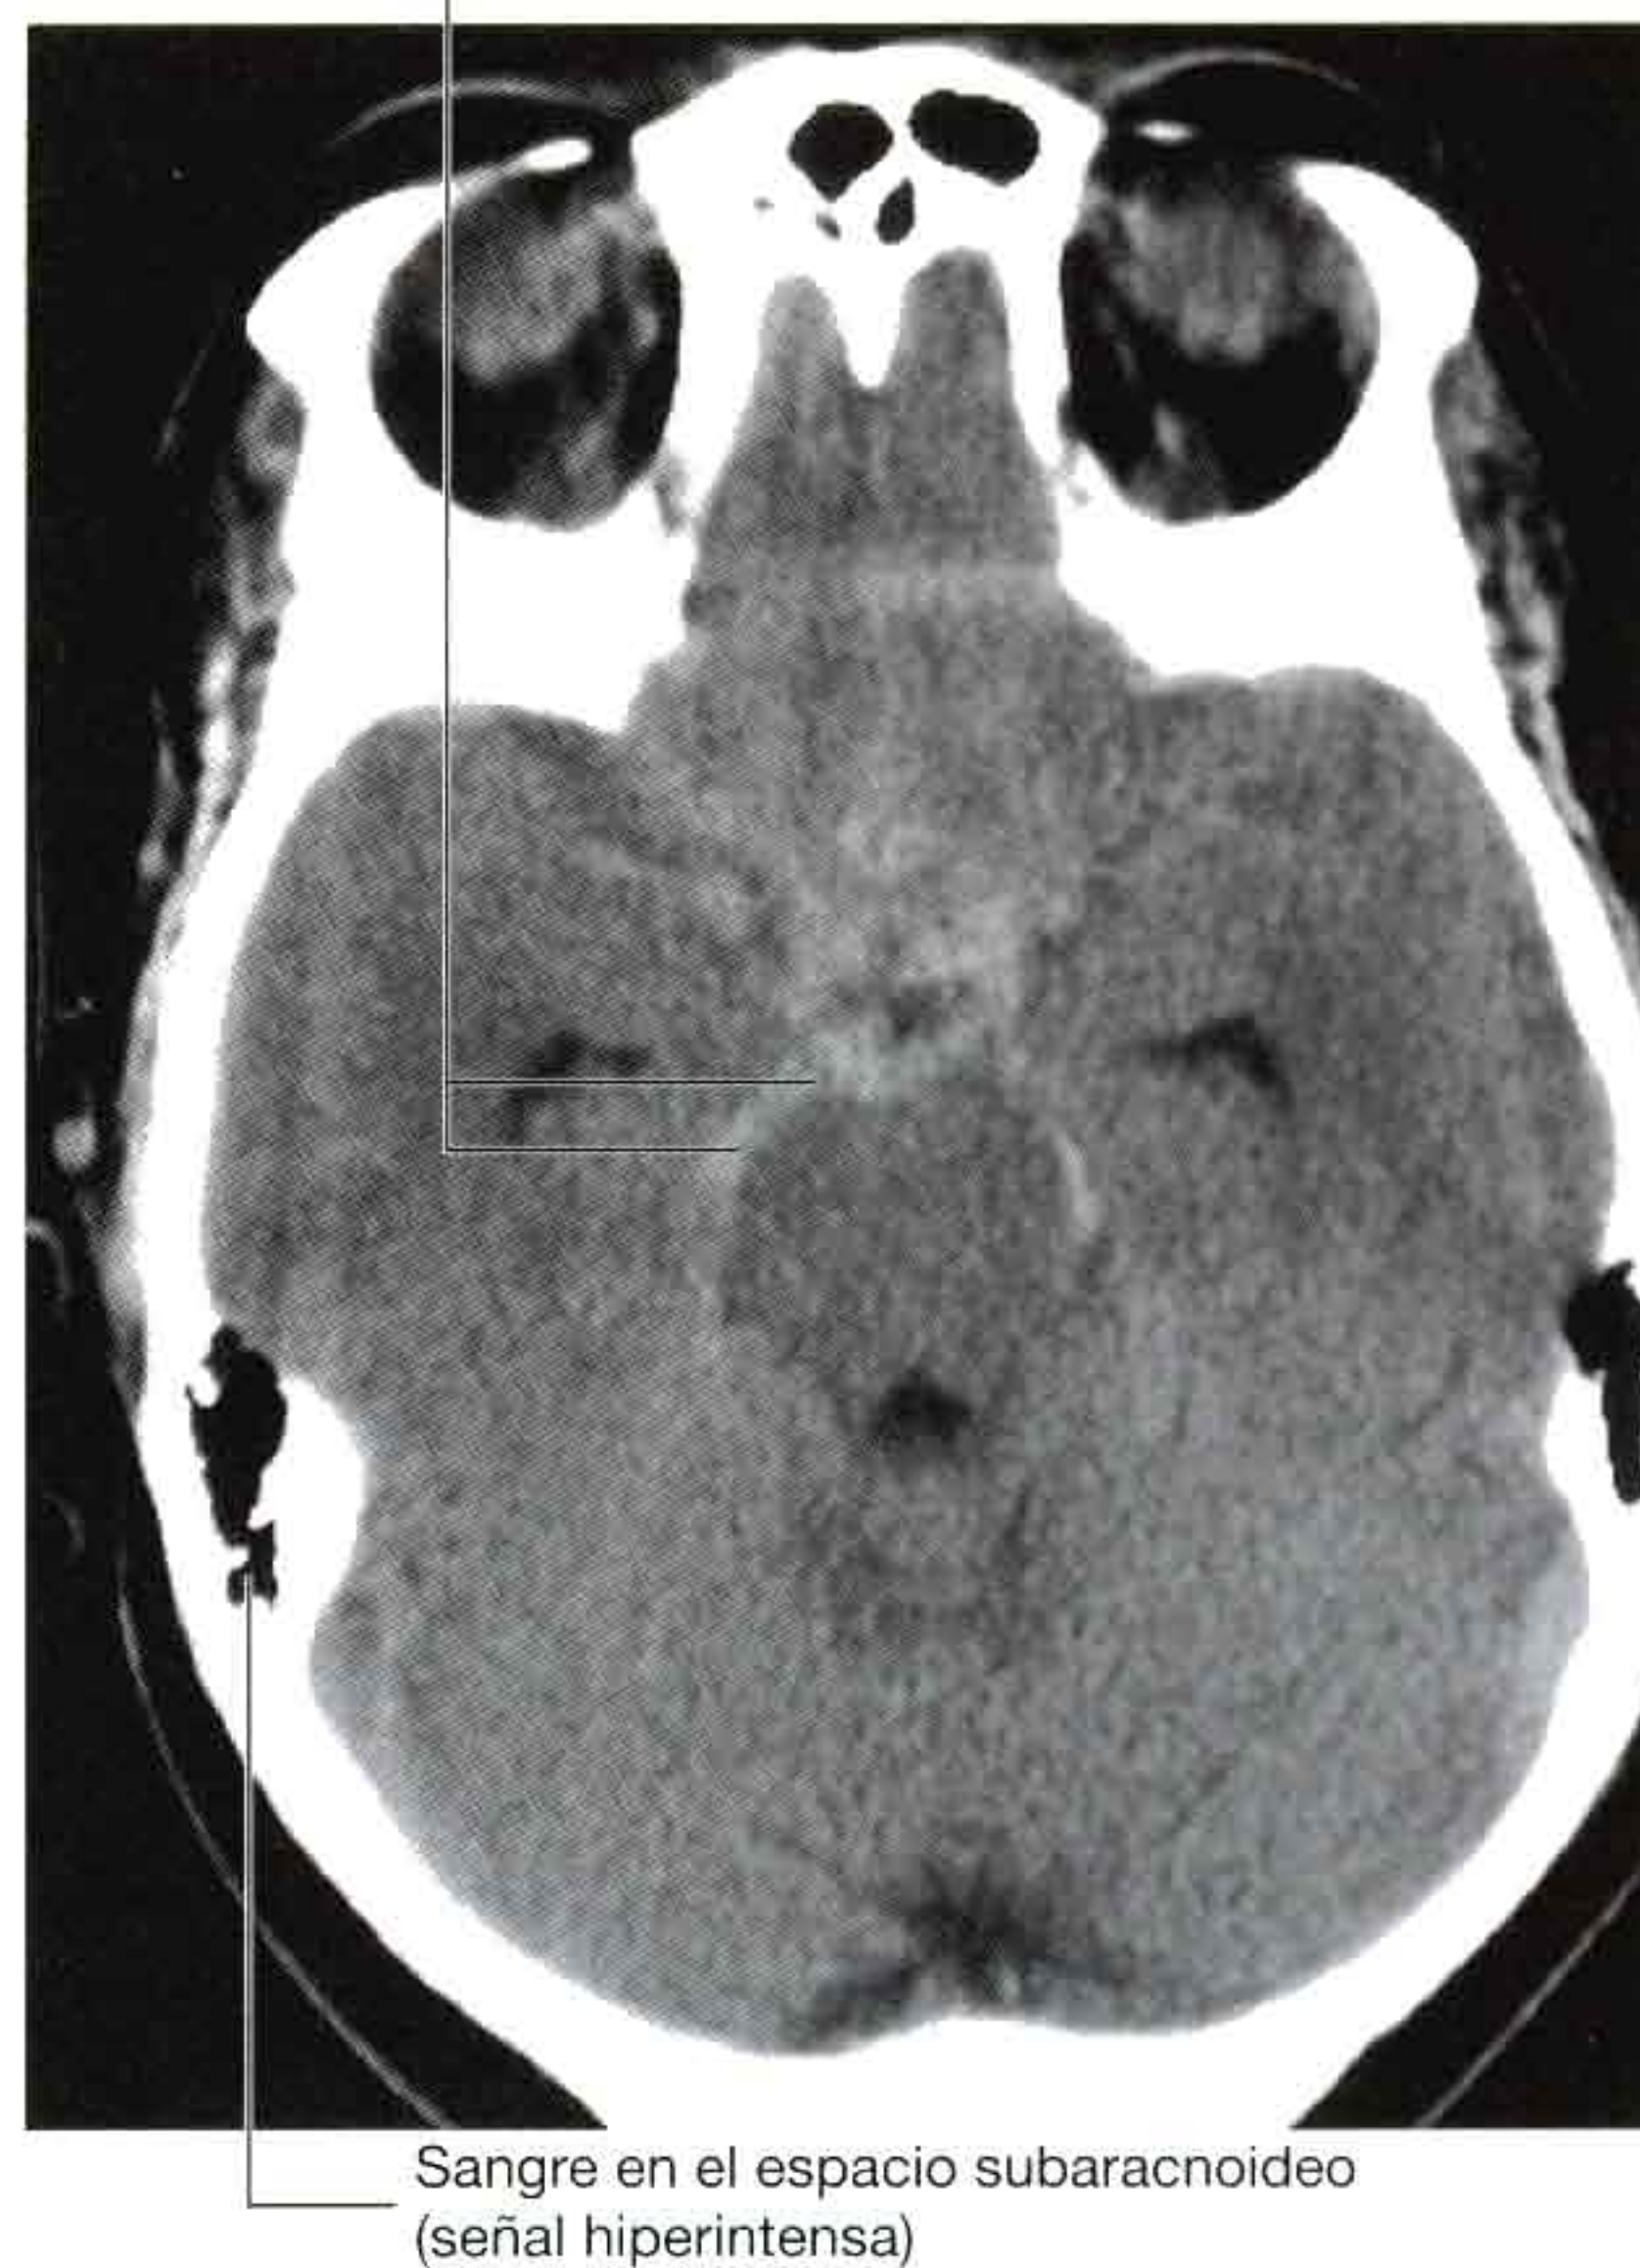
Hemorragia subaracnoidea. TC axial cerebral.
